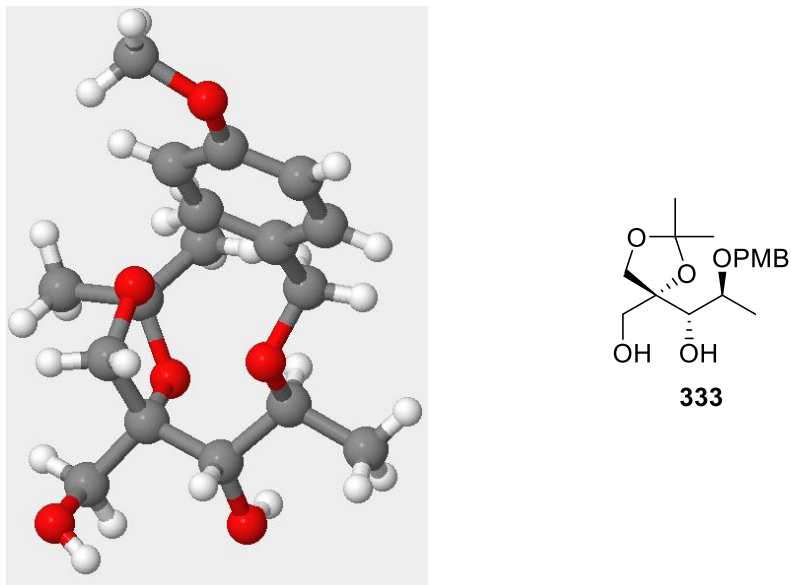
Röntgenstrukturanalyse von Diol 333.
